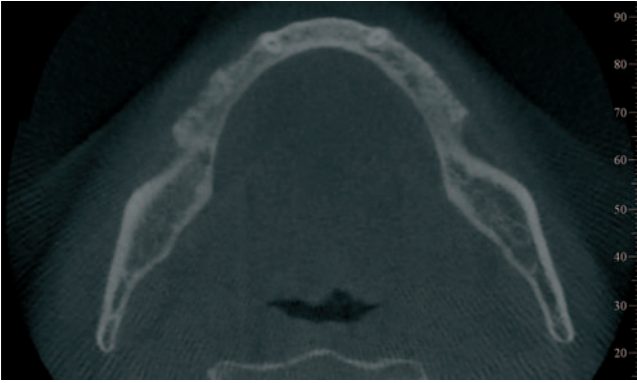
Röntgenologische Situation im DVT nach sechs-monatiger Einheilphase des NanoBone® | blocks.
